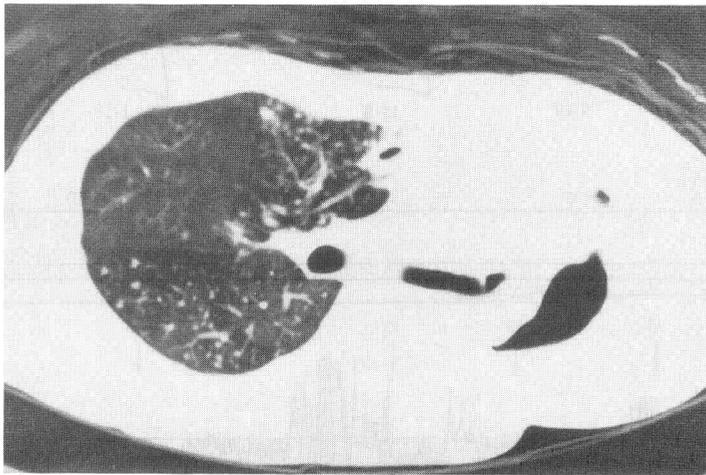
1990年10月27日の胸部CTスキャン
